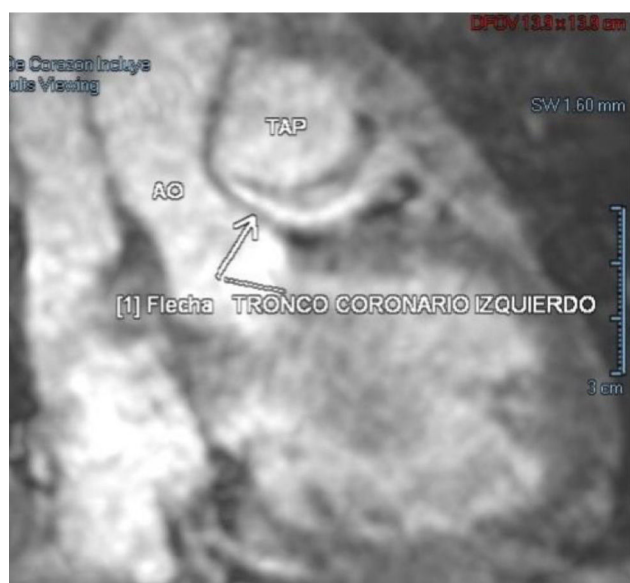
Angiotomografía donde se observa que el tronco coronario izquierdo nace de la arteria pulmonar. AO: aorta; TAP: tronco de la arteria pulmonar.
